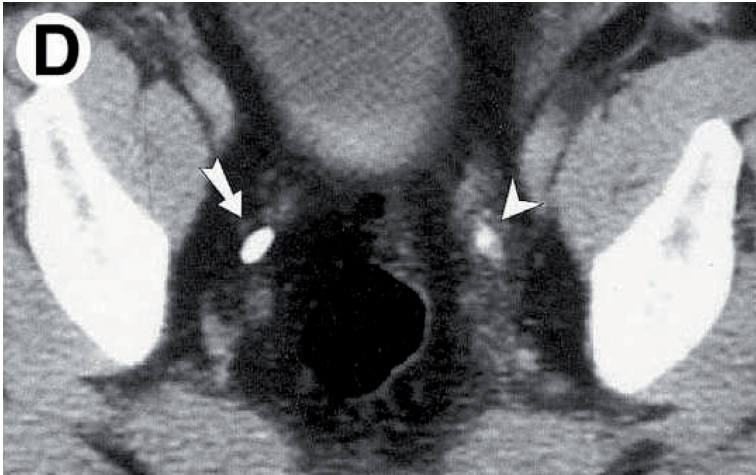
TAC próximo a una lesión ureteral que muestra una infiltración alrededor del uréter izquierdo, cuyo borde queda mal definido (cabeza de flecha), en contraste con la normal definición del borde ureteral derecho (flecha).
